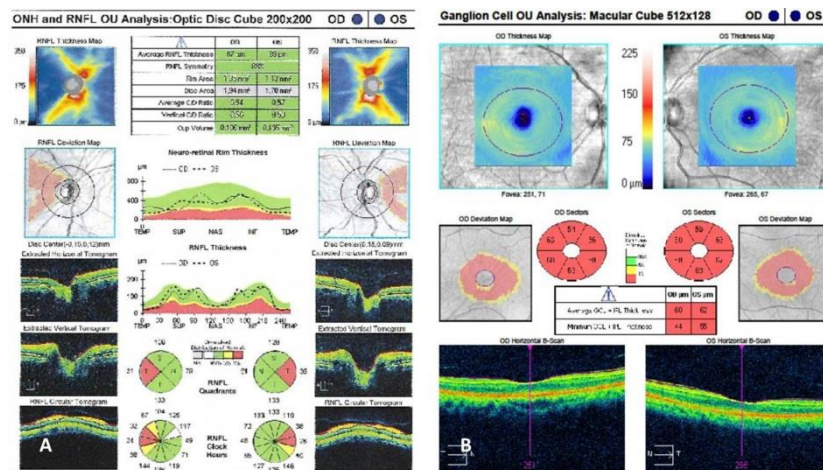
Tomographic evaluation of optic nerve and retinal nerve fiber layer thickness B- Macular ganglion cell analysis
